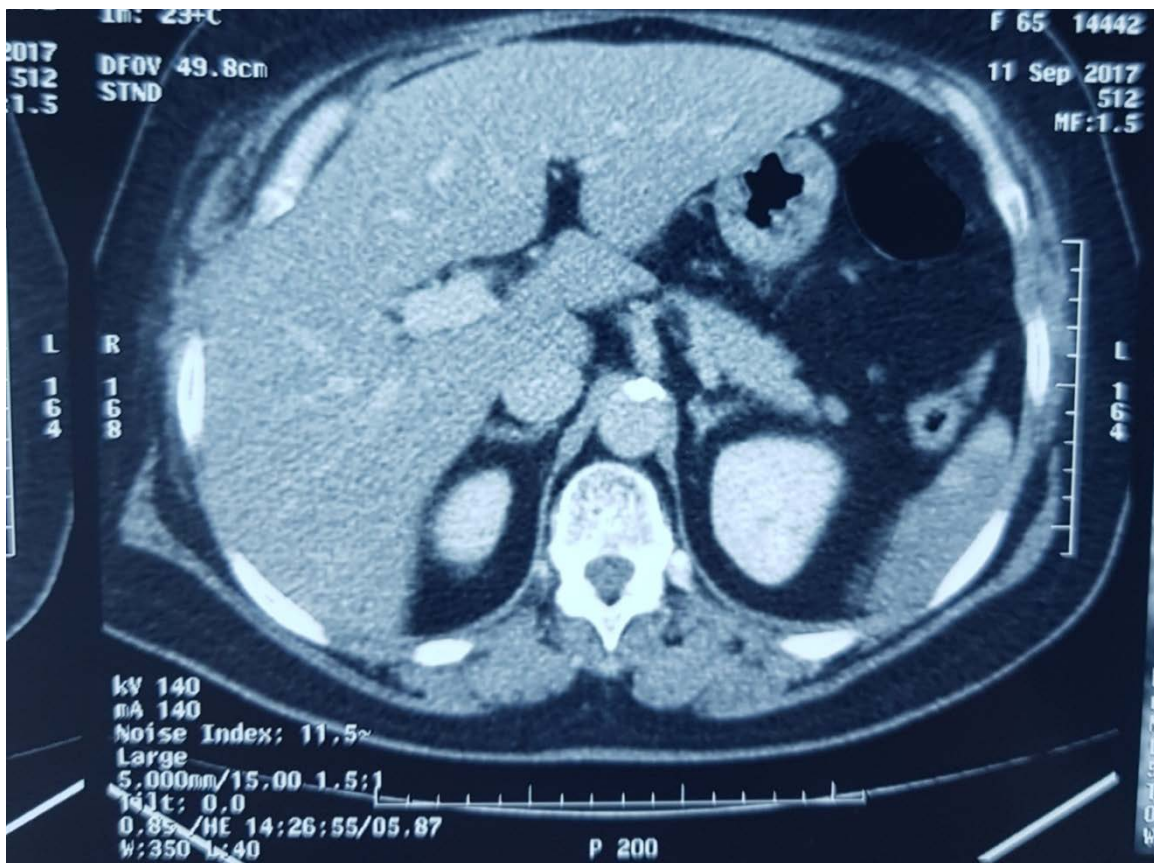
TDM abdominale en coupe axiale sans injection du produit de contraste objectivant un infarctus mésentérique aigu par occlusion du tronc cœliaque
